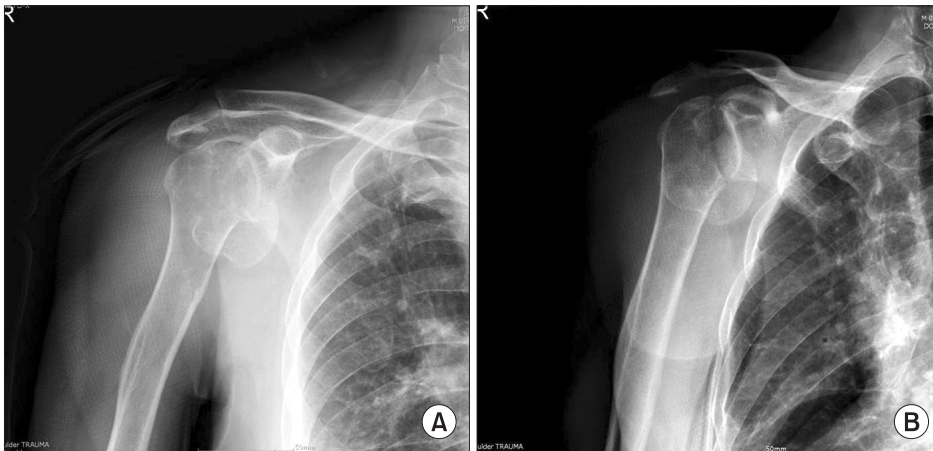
(A, B) Plain radiographs show displaced humeral head fracture, subacromial spur and reduced acromiohumeral interval.
